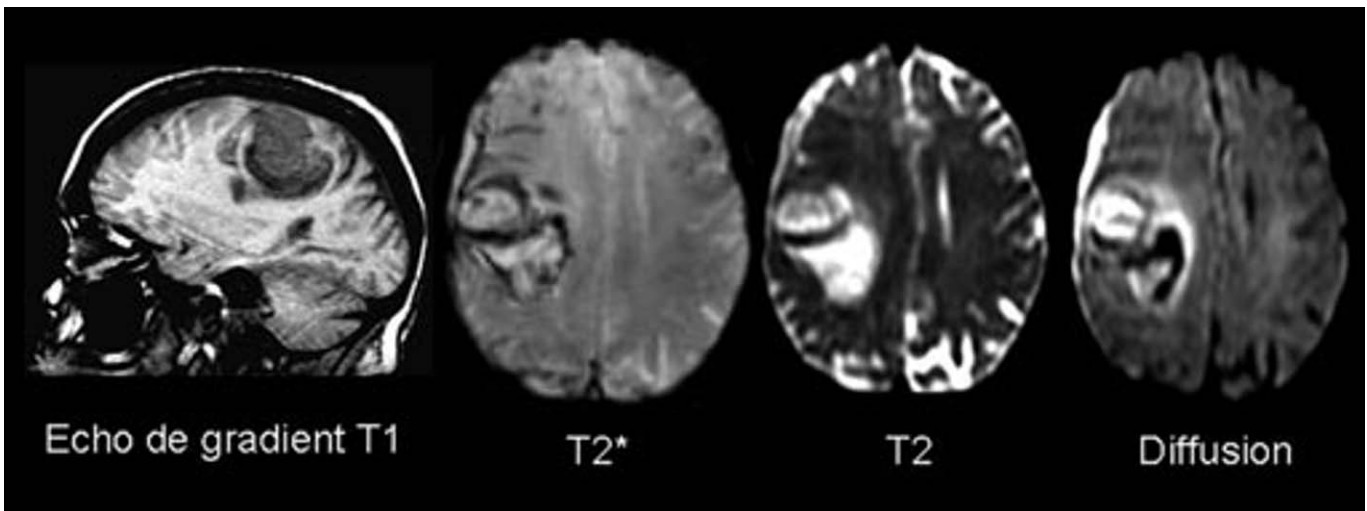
Hématome hyper aigu. IRM réalisée deux heures après la survenue d'un déficit de l'hémicorps gauche associé à des céphalées. Sur l'ensemble des séquences, la lésion est hétérogène avec présence d'hyposignaux signant la présence de désoxyhémoglobine. L'hyper-signal franc observé en séquence T2 n'est pas compatible avec le diagnostic d'ischémie artérielle au stade hyper aigu. À noter l'association avec une collection sous-dural hématique.
